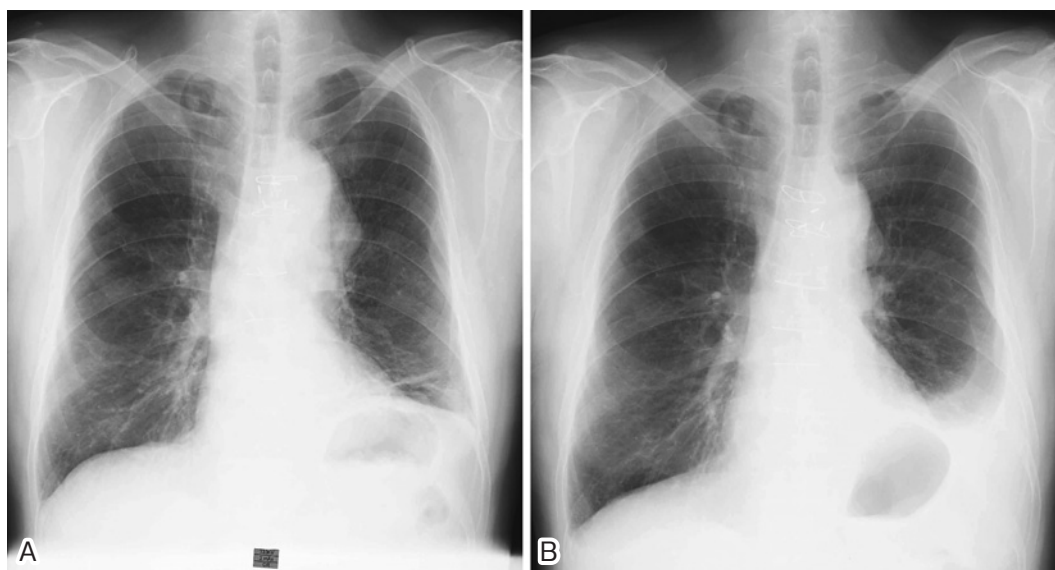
悪性胸膜中皮腫症例の胸部X線画像を示す。Aは2006年7月外来受診時で、Bは2007年3月石綿健康管理手帳健診受診時のものである。Aでは認められないが、Bでは左側に胸水を認める。
